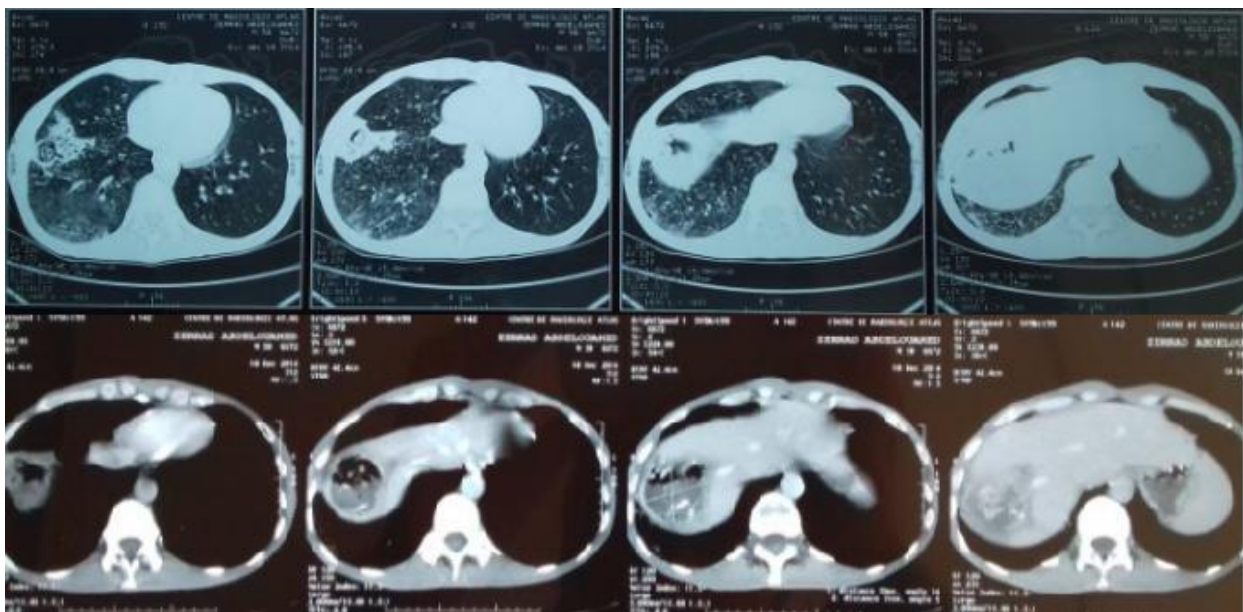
b : TDM-TAP montrant une lésion cavitaire para-scissurale droite communiquant avec une lésion kystique, à calcifications intracavitaires, du dôme hépatique.
